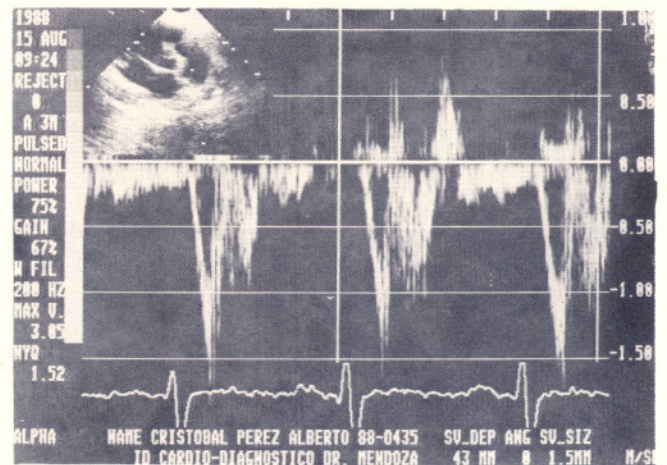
Señal Doppler-pulsado, con la muestra en la raíz de la arteria pulmonar, indicando hipertensión arterial pulmonar. El tiempo de ascenso hasta la velocidad máxima está acortado y hay una muesca en mitad de sistole con un pico tardío.
